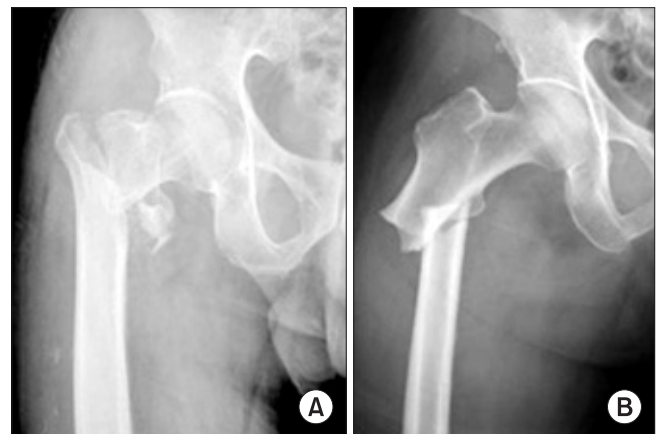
(A) Radiograph showing a typical intertrochanteric fracture in right hip. (B) Radiograph showing an atypical subtrochanteric fracture in right hip.
